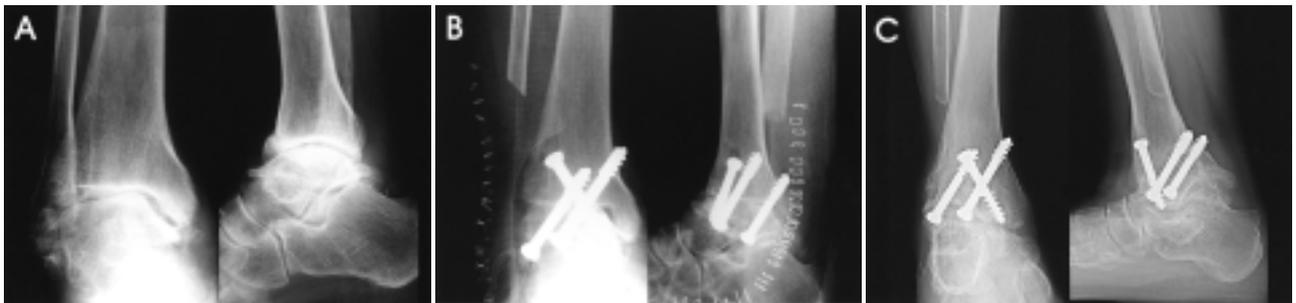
(A) Preoperative radiographs of patient with a history of chronic ankle instability for 10 years. (B) Postoperative radiographs after ankle fusion using transfibular approach. (C) The patient was satisfied with the results without reservation.
